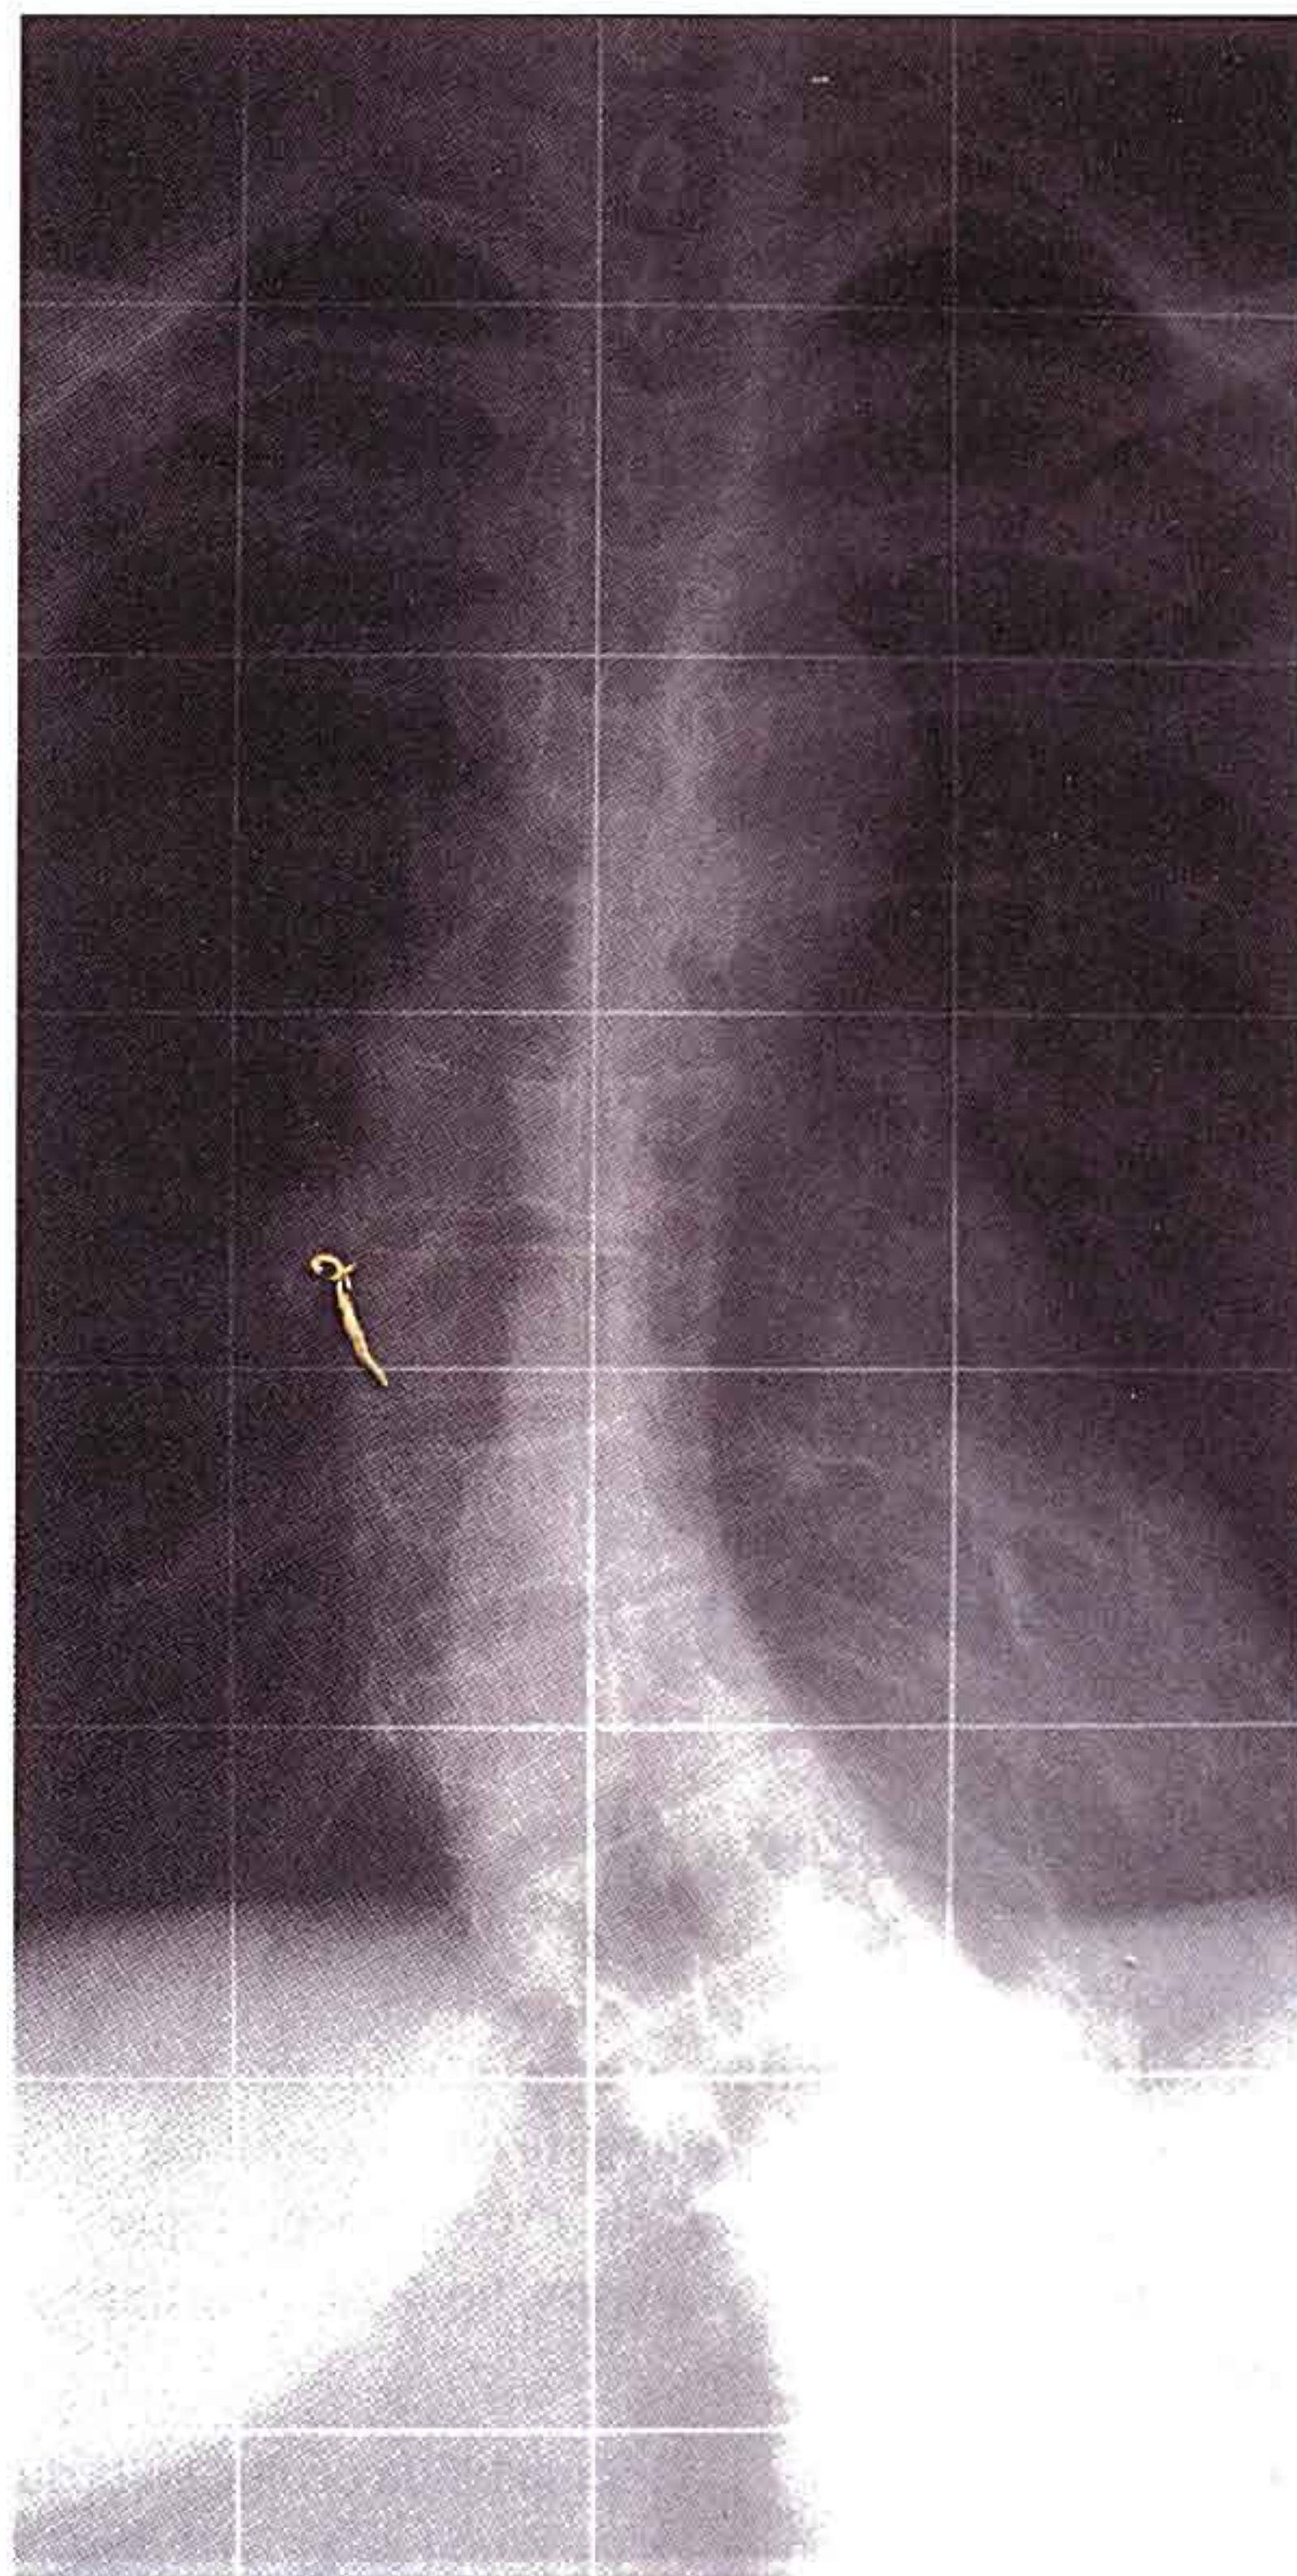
Radiografía de una escoliosis torácica.
